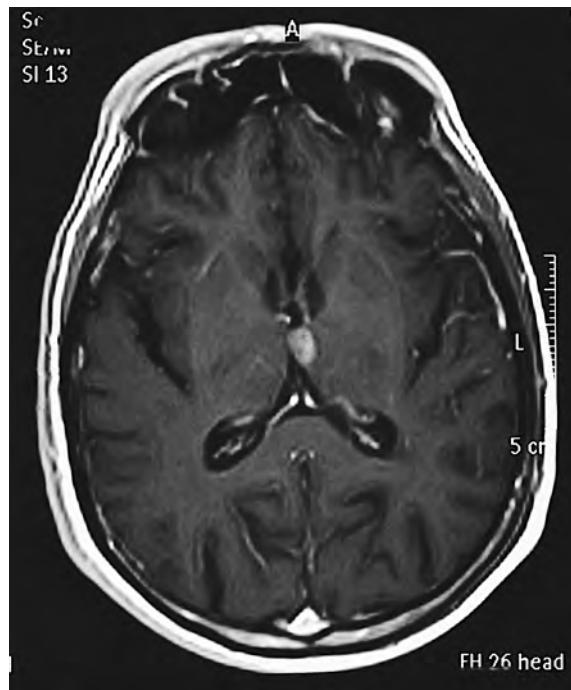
RMN crânio-encefálica – Disseminação secundária encefálica maioritariamente pial/leptomeníngea
